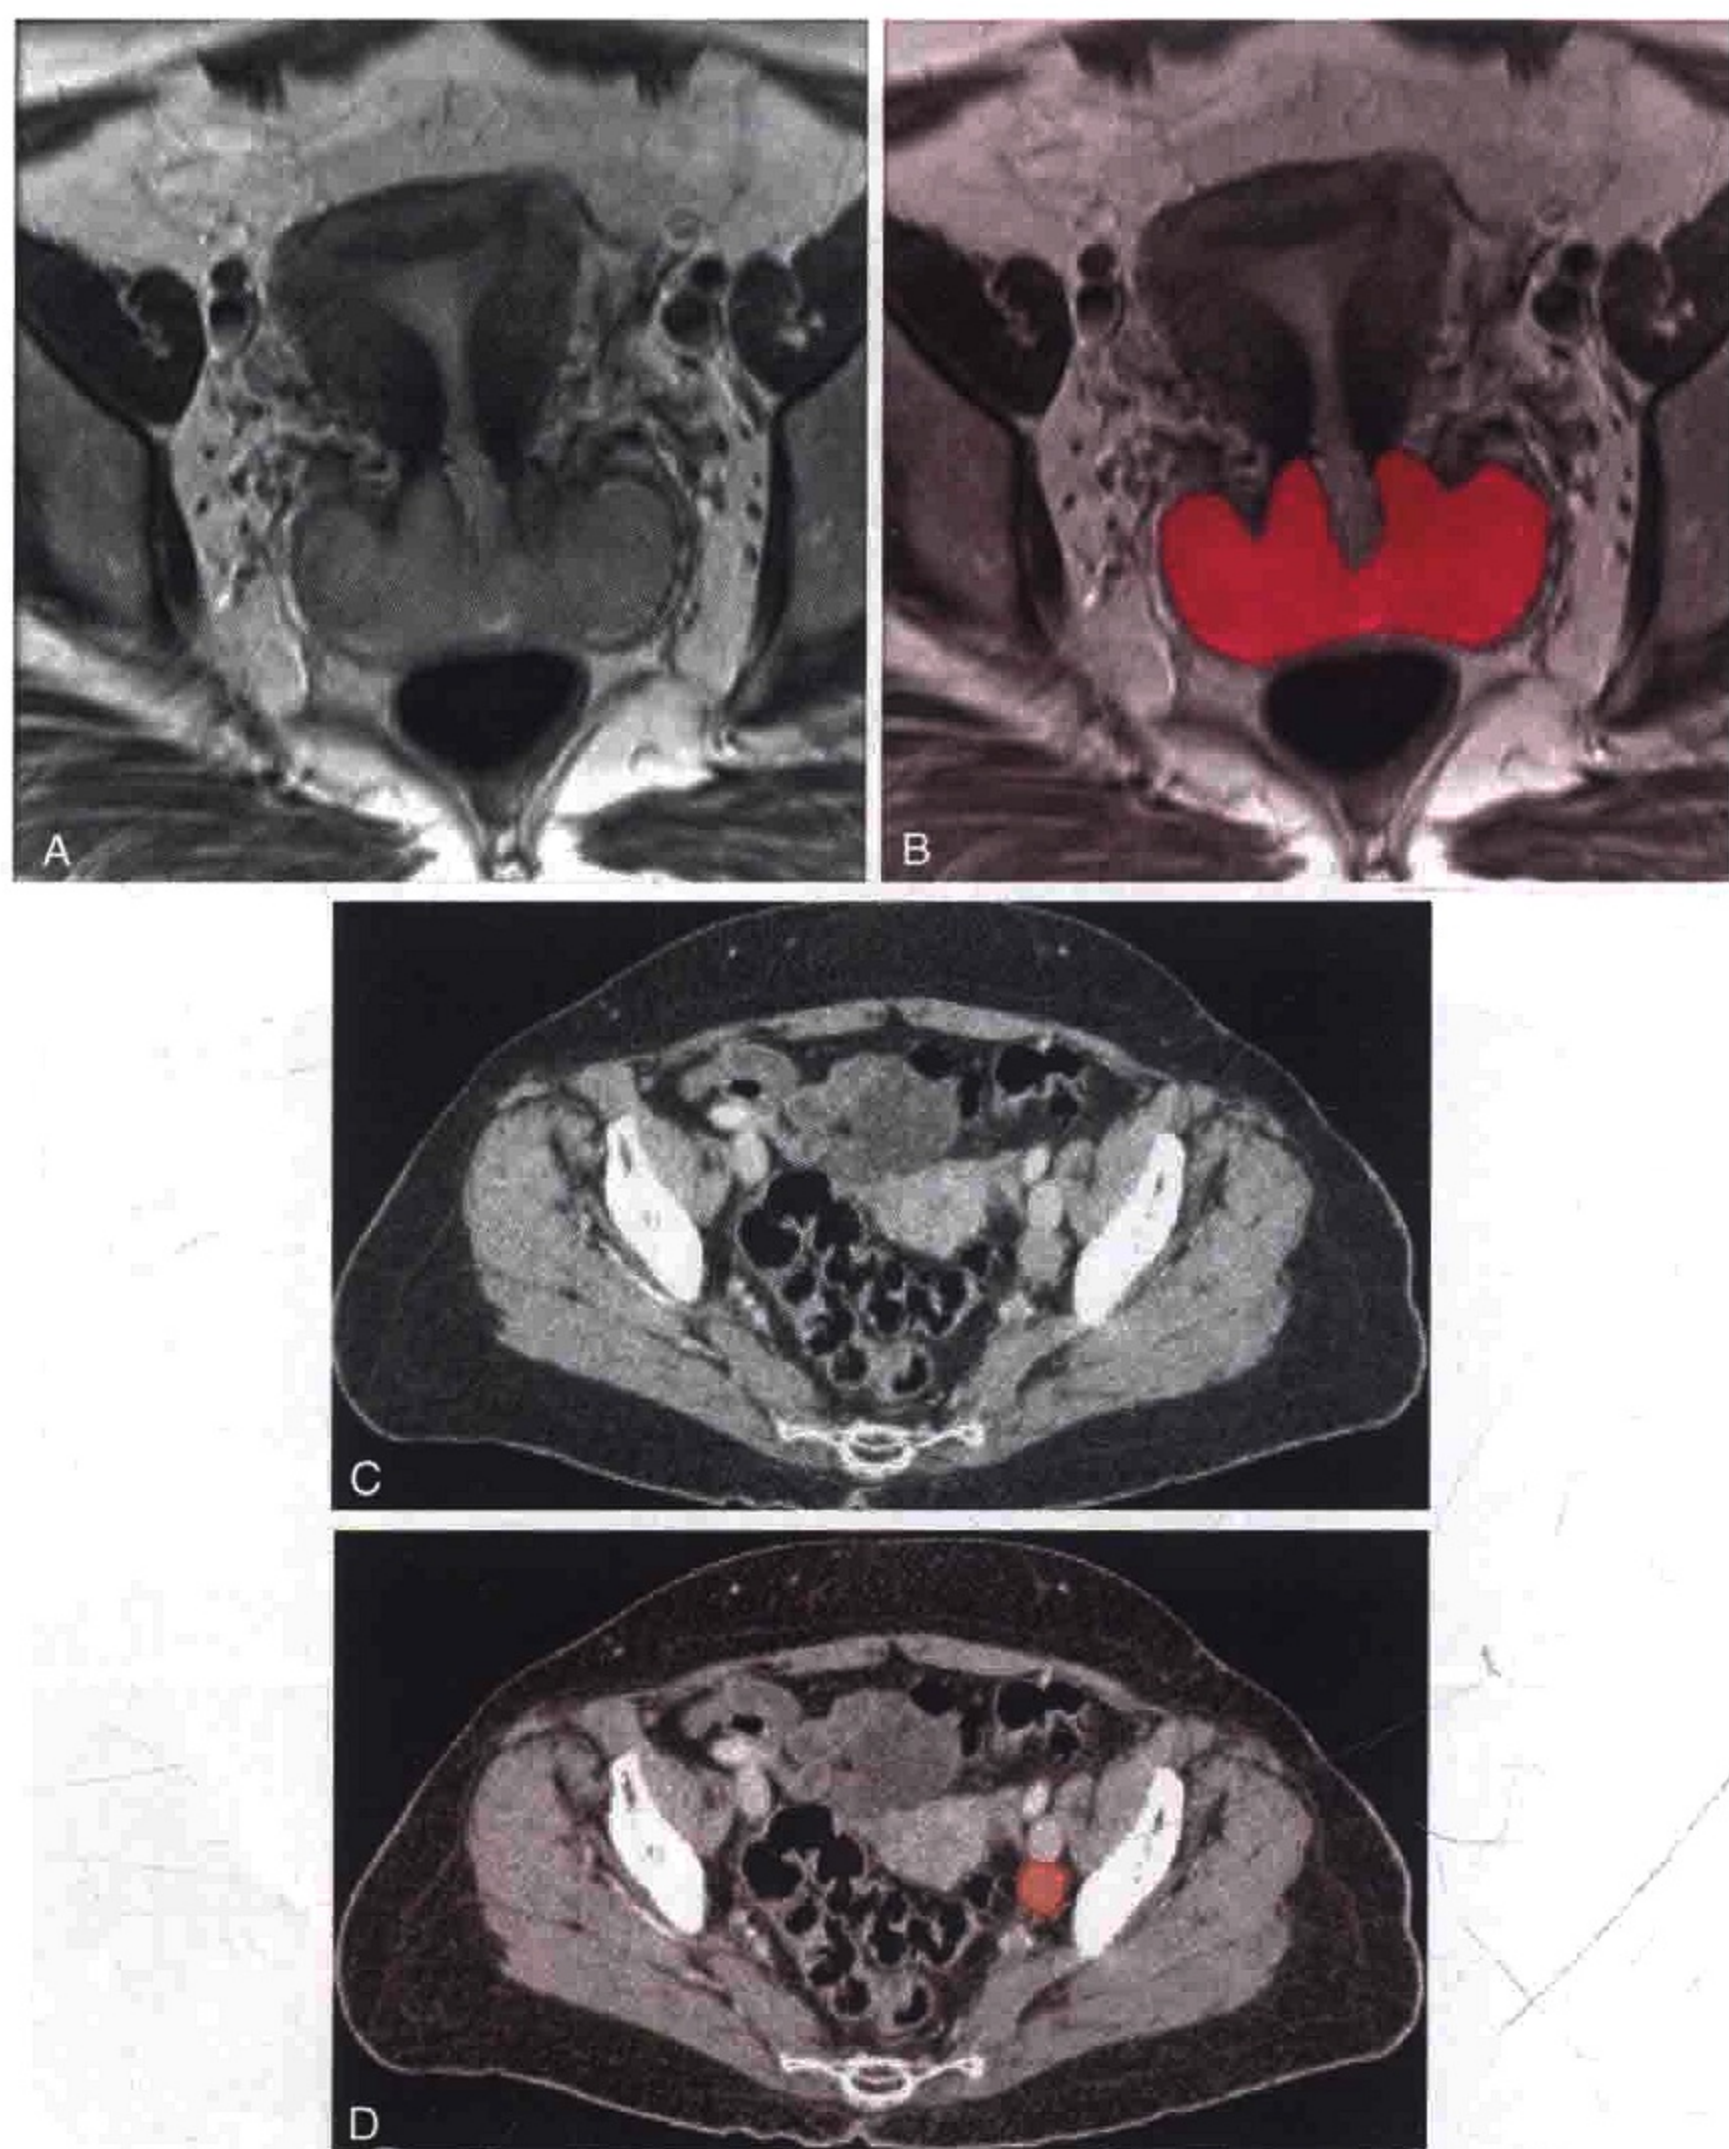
A-D. 横轴位 T2 加权 MR 图像显示宫颈癌病灶（红色）。同一患者横轴位 CT 增强扫描图像（C、D）示转移性左侧髂外淋巴结肿大（橙色）
